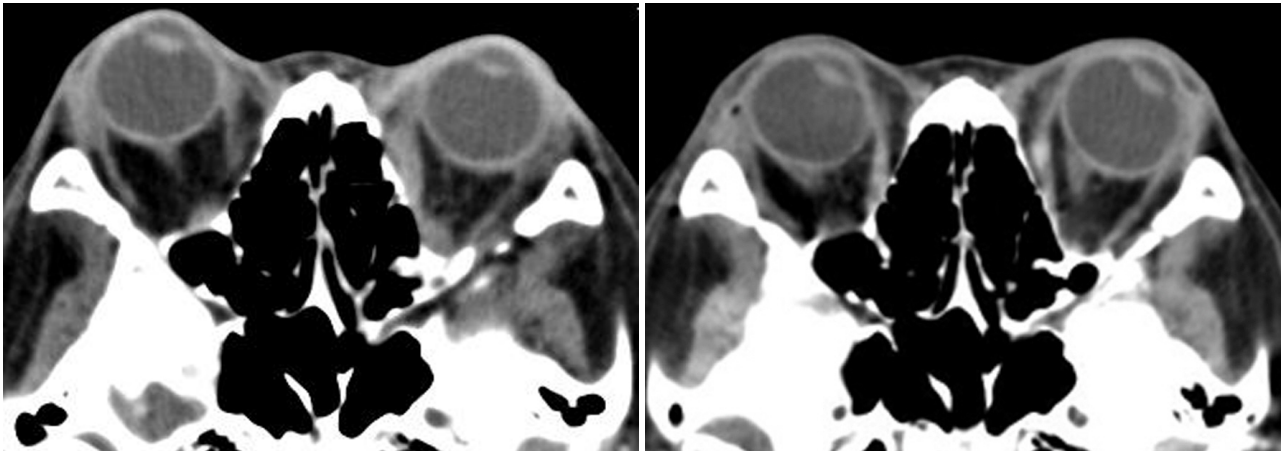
Pre-(left) and post-operative (right) orbit CT scans show a reduction of exophthalmos of the right orbit.
